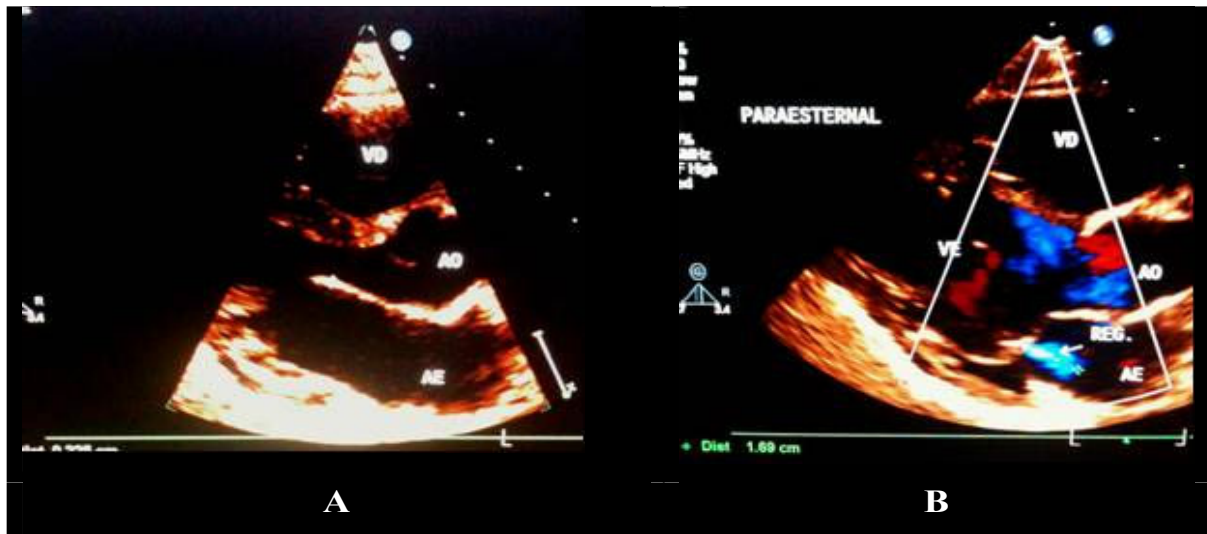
Imagem Doppler ecocardiográfica de paciente do estudo, demonstrando valva mitral com morfologia normal e regurgitação fisiológica.
